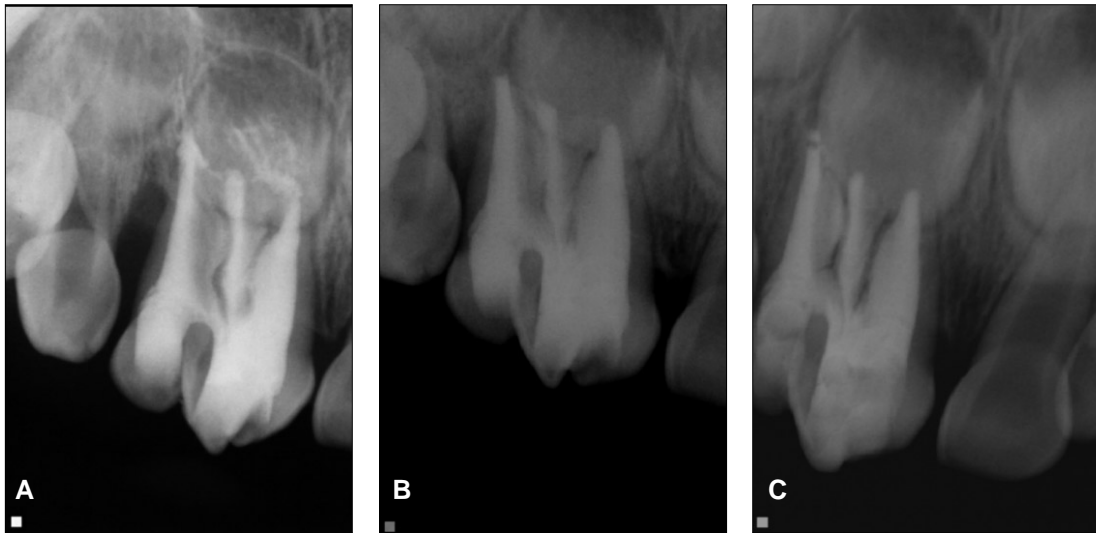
Periapical view. (A) After the endodontic treatment, (B) After 4 weeks, (C) After 7 months. The radiolucent lesion disappeared, and root canal filling material remained well.
